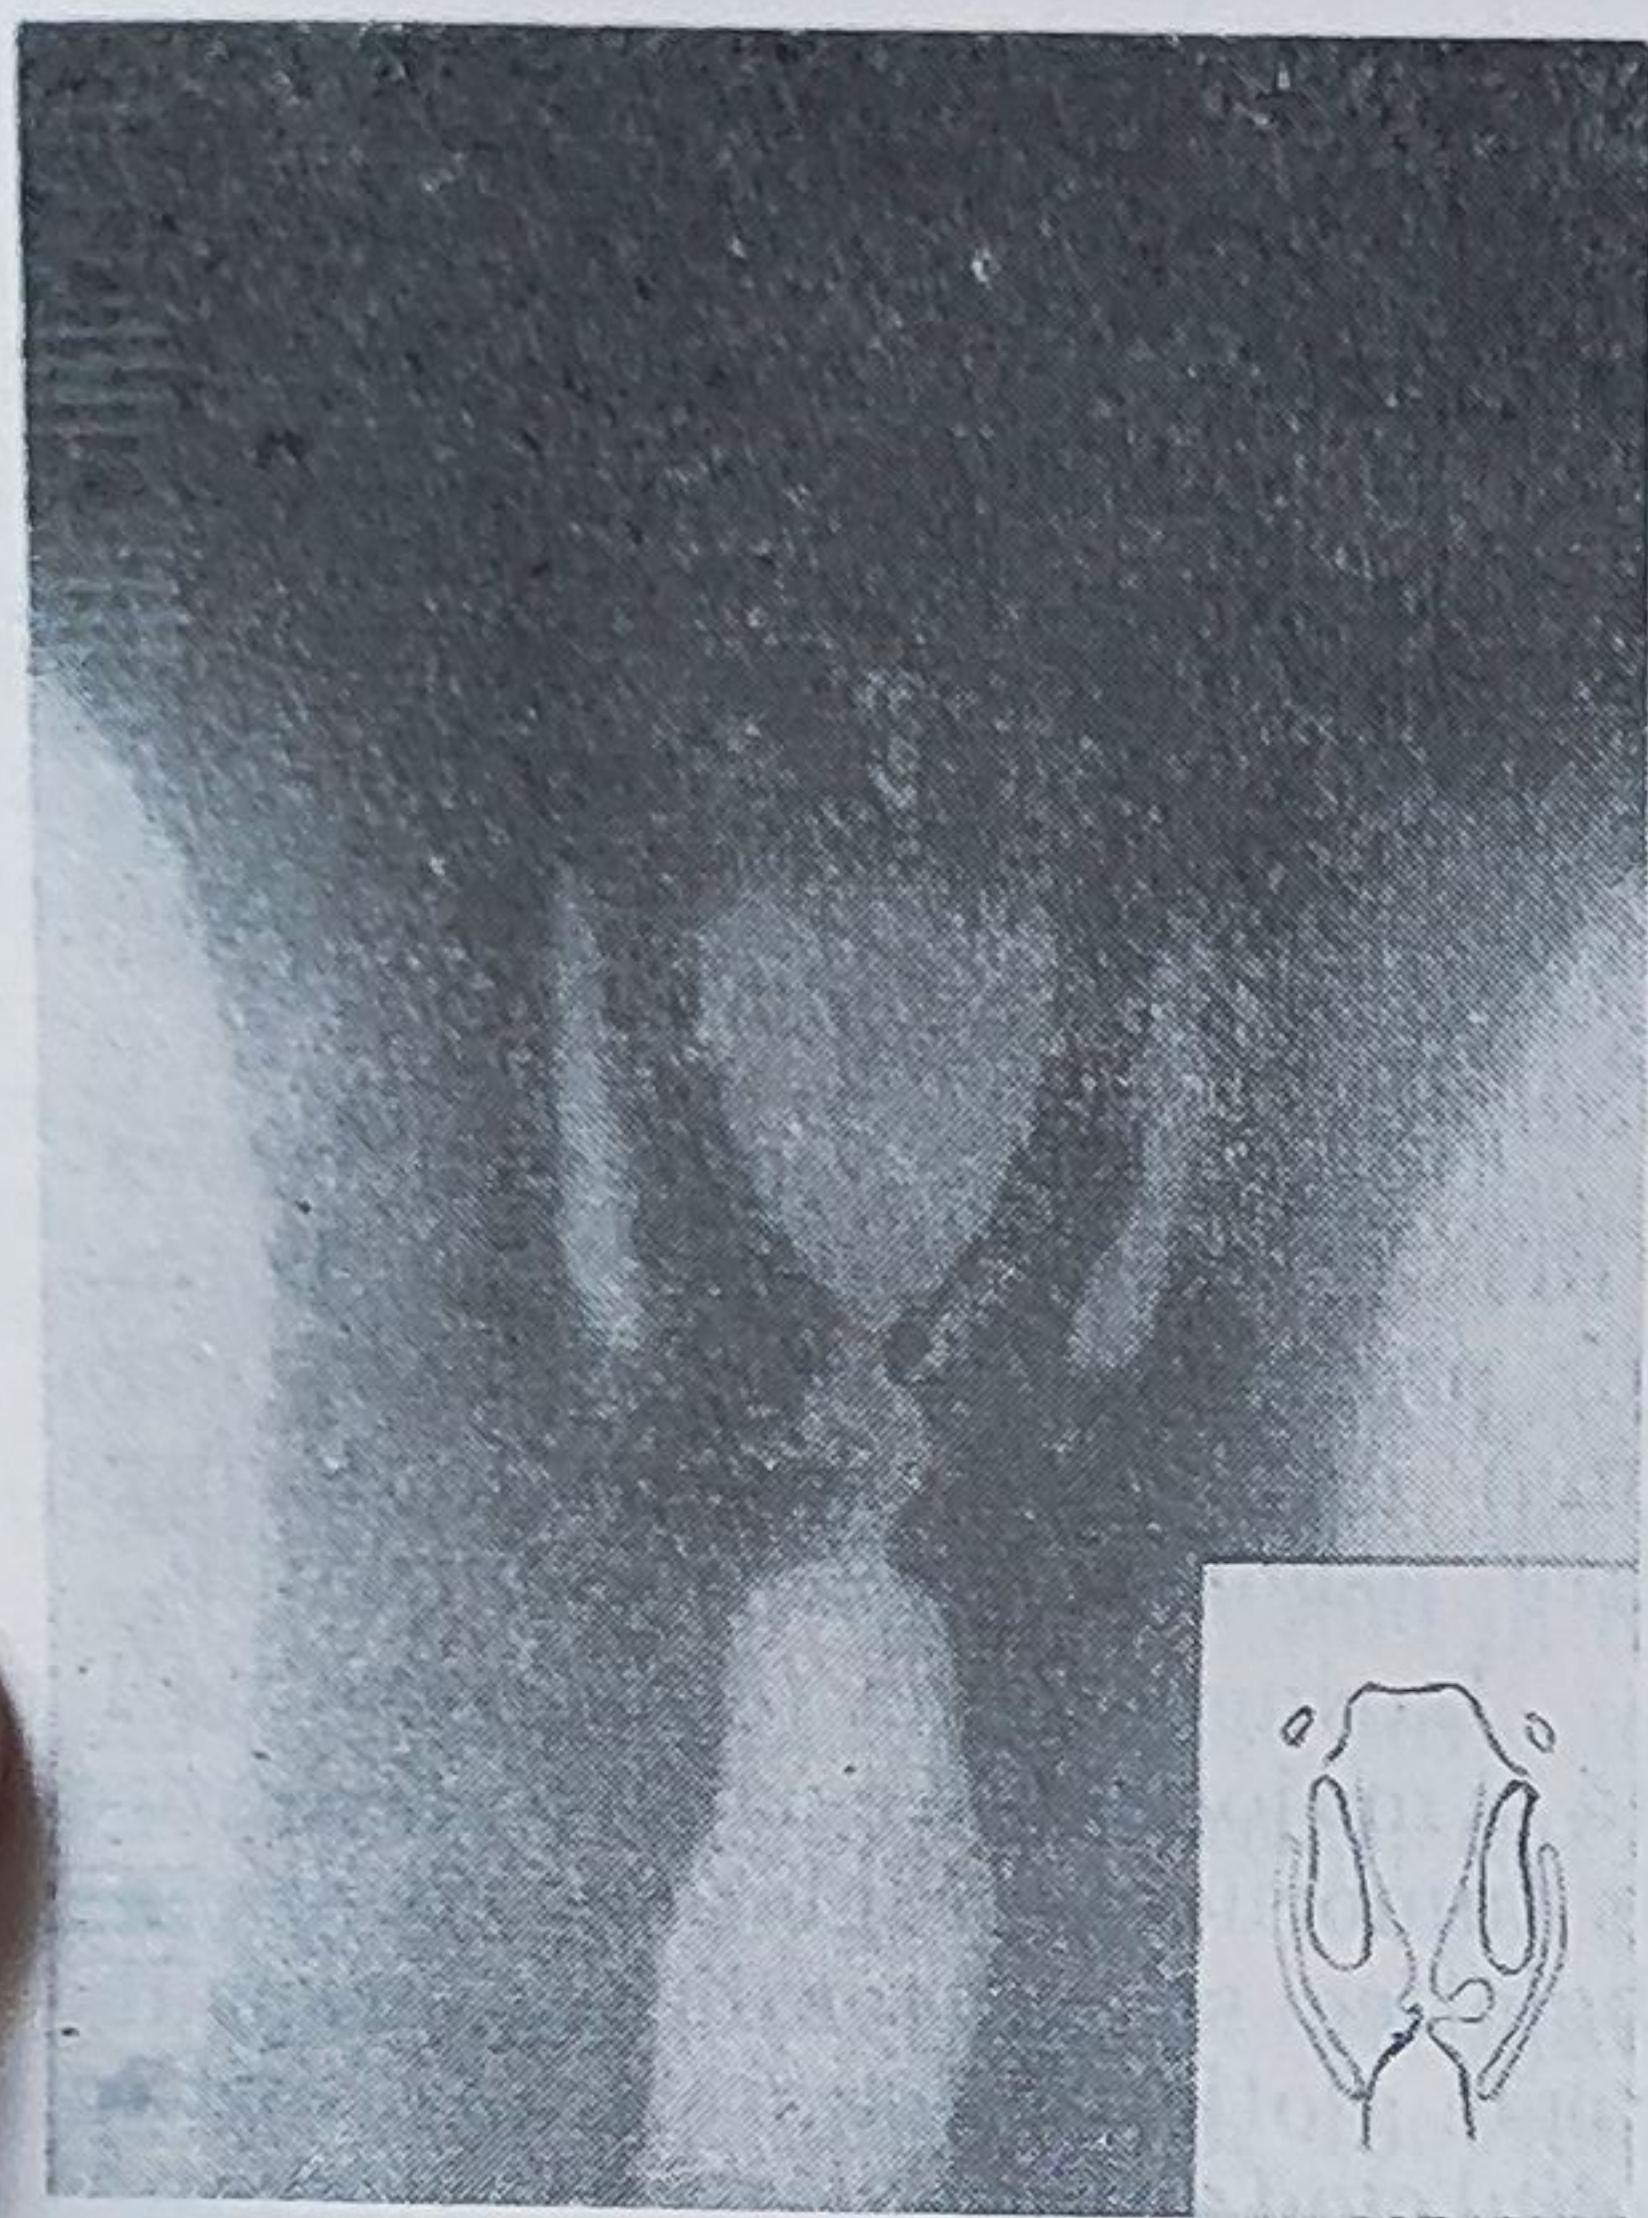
Tomografia unui cancer de coardă vocală.
